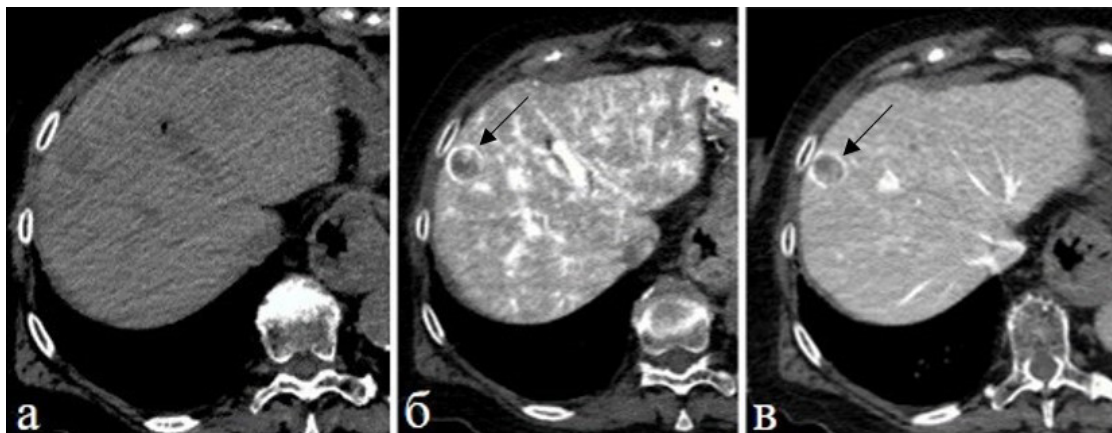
КТ с внутриаартериальным контрастированием на уровне печени: а — нативная фаза; б — первая фаза контрастирование (22 сек); в — вторая фаза контрастирования (38 сек). Отмечается накопление контрастного препарата по периферии ободком метастаза (стрелки). Уменьшение выраженности участков транзитного усиления печени во второй фазе сканирования по сравнению с первой
